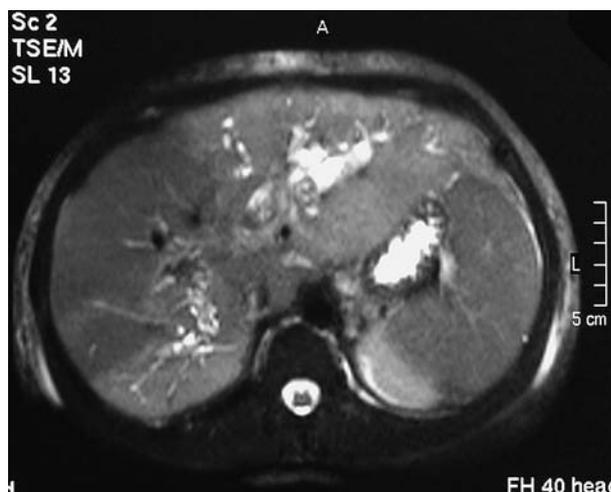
Imagen de resonancia magnética de quiste de colédoco tipo V (enfermedad de Caroli) localizado en el lóbulo hepático izquierdo.
